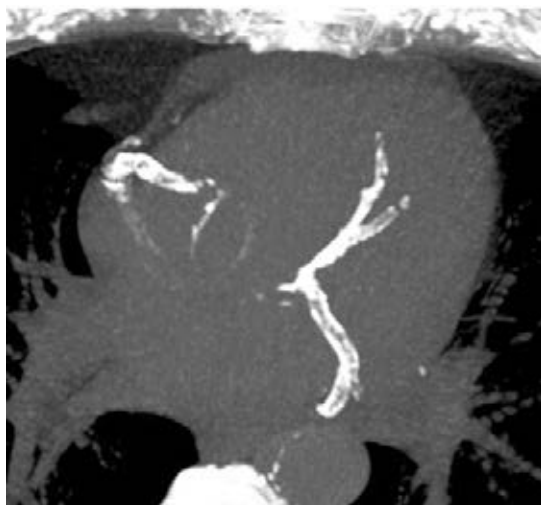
Tomografía simple con intensidad de proyección máxima en hombre de 81 años con calcificación severa de los ramos coronarios y más de 7 000 AU.
